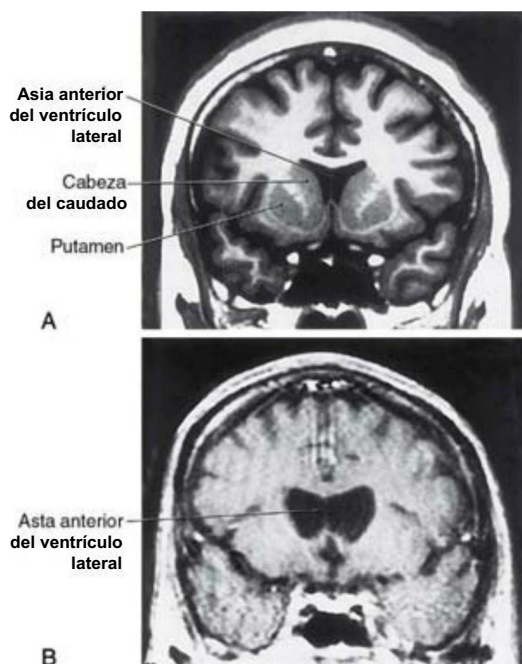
Resonancia magnética coronal a nivel del lóbulo frontal y de la cabeza del núcleo caudado de una persona normal (A) y de un paciente con enfermedad de Huntington (B). Normalmente la cabeza del caudado forma una prominencia en el asta anterior del ventrículo lateral (A, imagen de recuperación por inversión). La enorme pérdida de células del neostriado que se observa en la enfermedad de Huntington reduce mucho el tamaño del caudado y hace que la pared lateral del ventrículo se aplane (B, imagen potenciada en T1). El ligero aspecto ondulado de la imagen B es el resultado del movimiento (temblor) del paciente mientras se obtenía la imagen.
